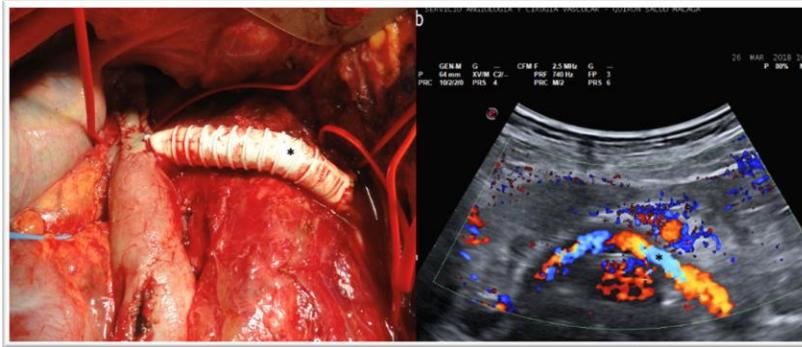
Reparación de VCI e injerto renocavo protésico en un explante de stent migrado. El control con ecografía Doppler es muy útil en este tipo de intervenciones. Injerto permeable y sin complicaciones.
